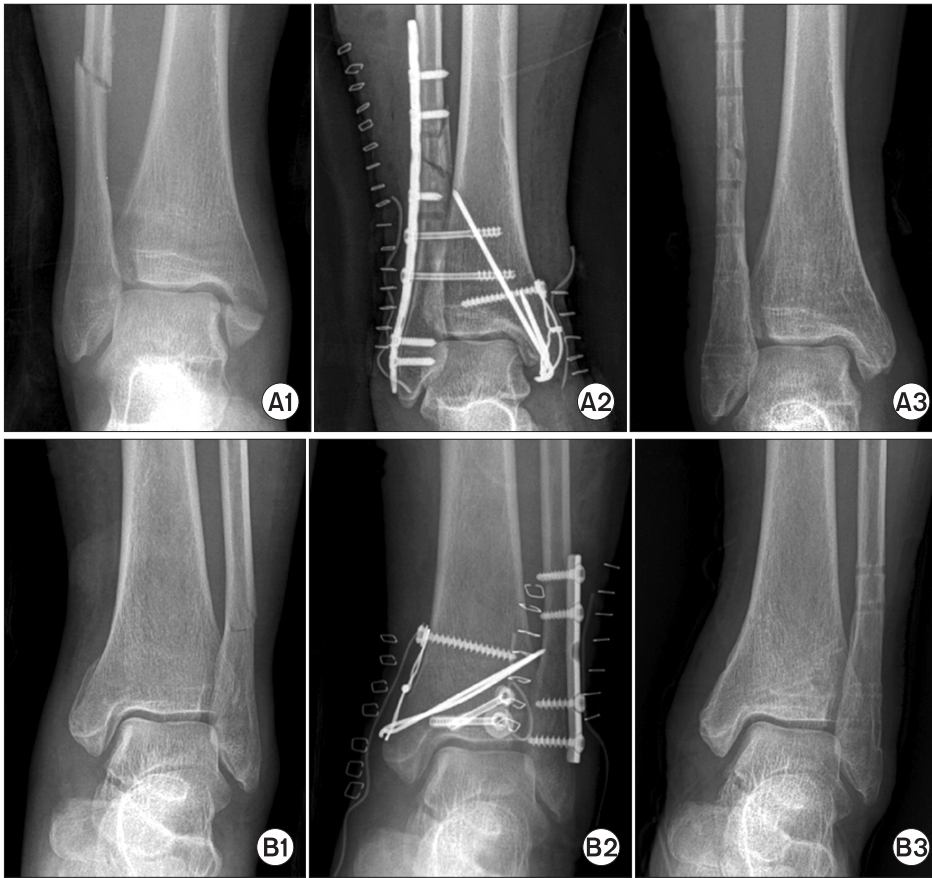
Radiologic examination of two group was reviewed. A1, B1: preoperative radiograph, A2, B2: immediate postoperative radiograph, A3, B3: radiograph at one year after operation.
